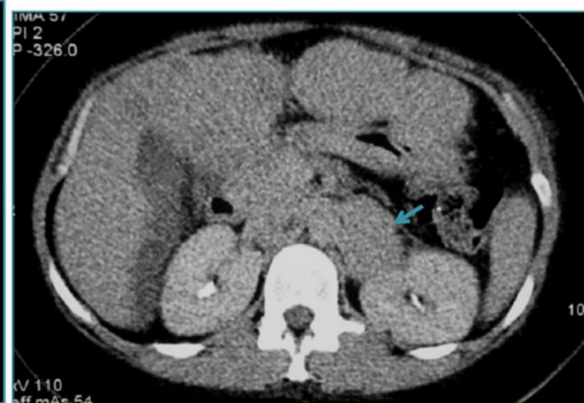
LNH secondaire surrénalien gauche. Coupe TDM axiale après injection de produit de contraste: Masse surrénalienne gauche (flèche) homogène se rehaussant discrètement après injection de produit de contraste [1].
